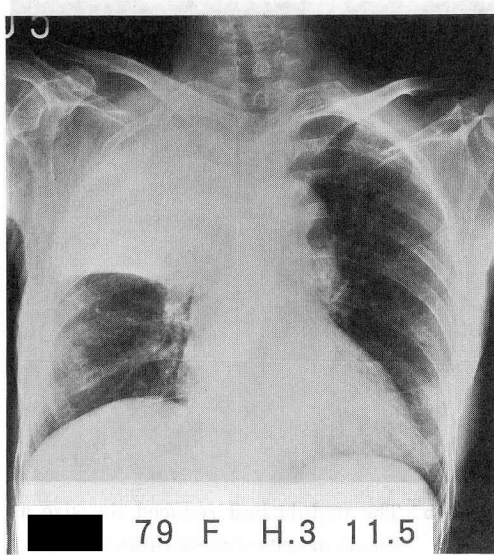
Chest X-ray photo of 5, Nov. 1992. Atelectasis of the right upper lobe.
